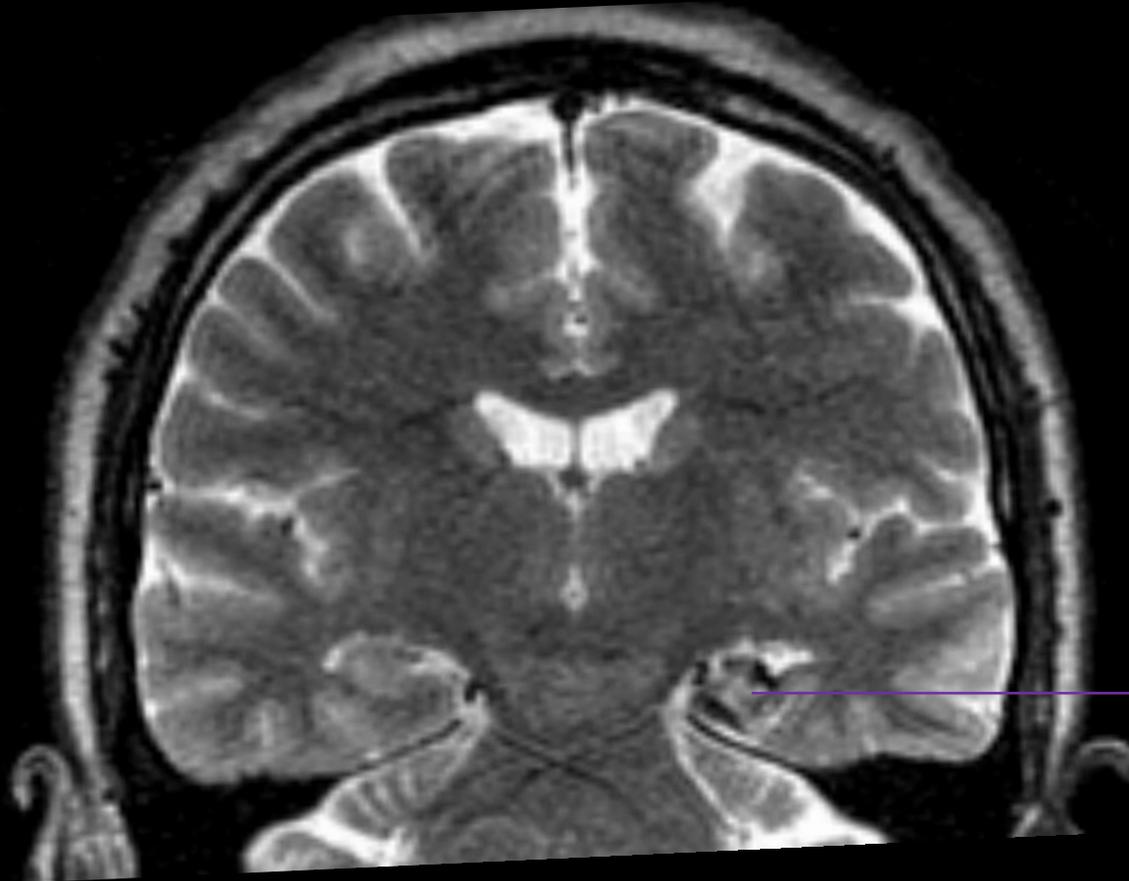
Imagen localizada en el lóbulo temporal derecho con márgenes hipointensos en los pulsos de secuencias (T2-FLAIR) y con señal hipointensa difusa periférica en GRE-T2 (anillo de hemosiderina), hallazgos compatibles con cavernoma.
